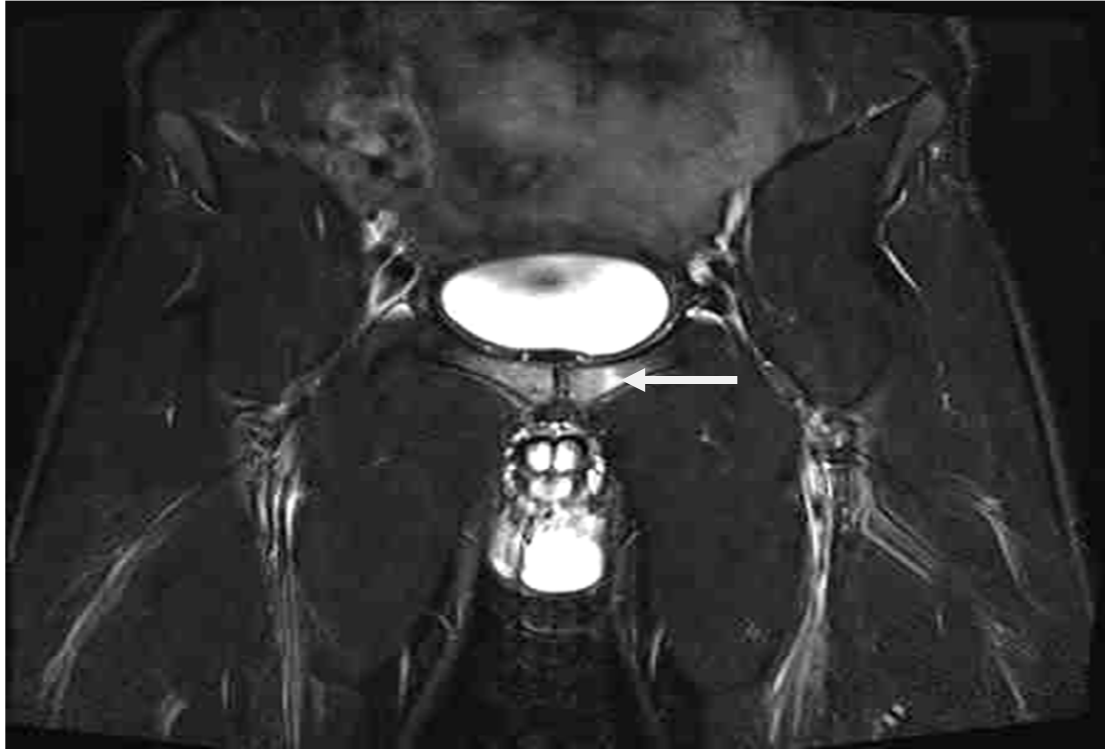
MRT des kleinen Beckens (STIR-Sequenz, koronar) – Knochenödem im Ramus superior ossis pubis links
